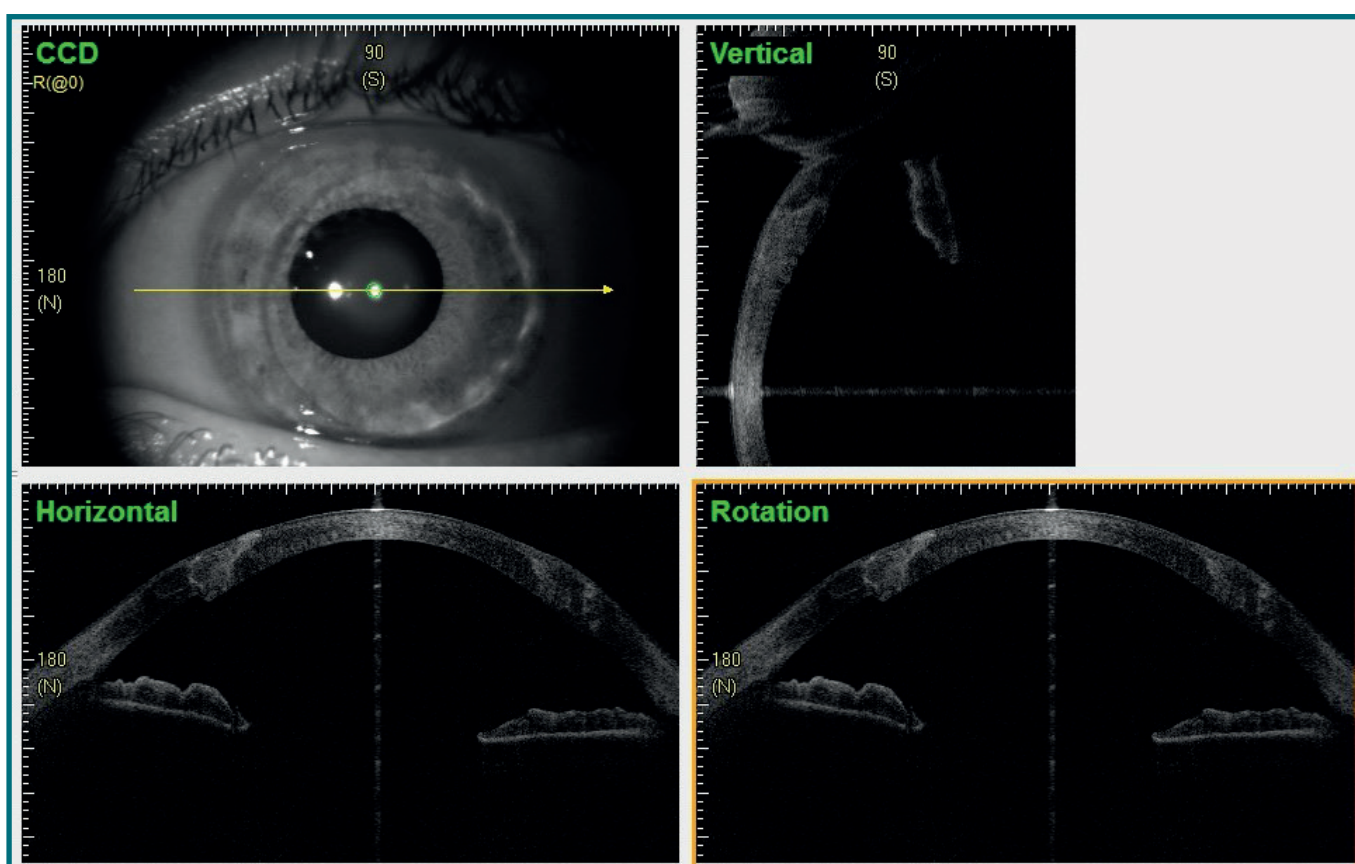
Scansioni di tomografia a coerenza ottica del segmento anteriore che mostrano il regolare profilo del lembo trapiantato 6 mesi dopo l'intervento chirurgico.
